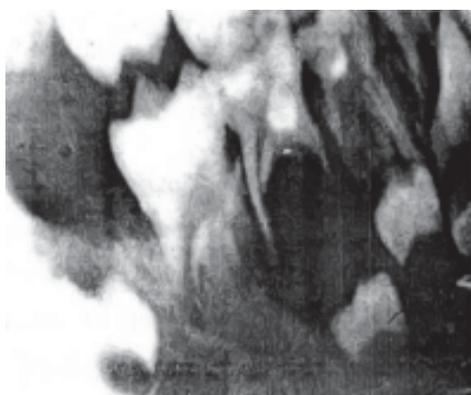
Боковая рентгенограмма нижней челюсти больного В., 9 лет. Диагноз: корневая киста нижней челюсти слева.
